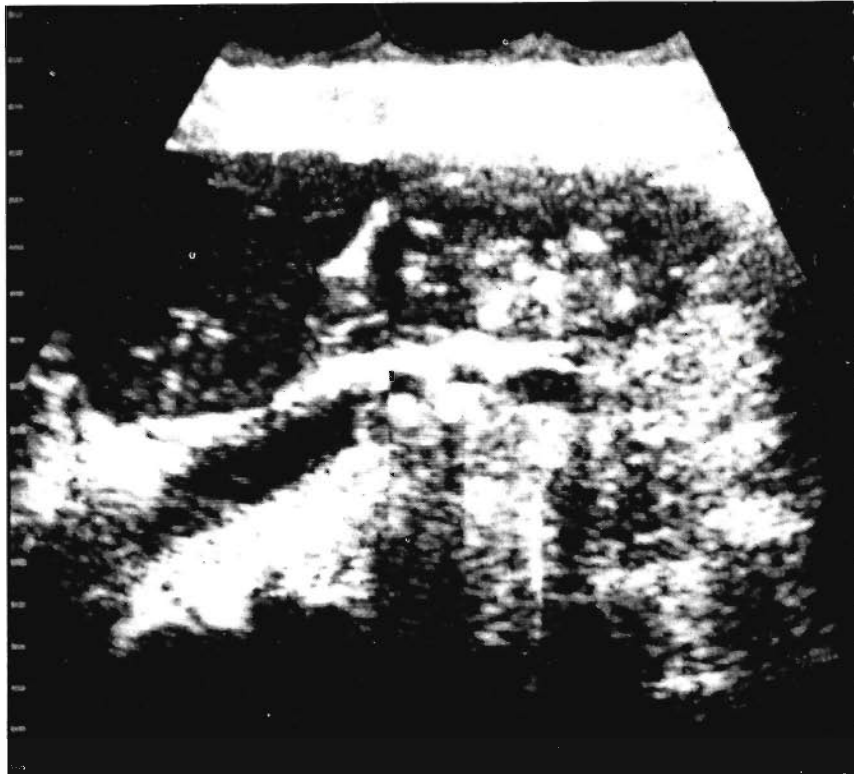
Sonographisches Bild bei chronischer Pankreatitis. Ultraschallbild (dreifach Sektor-scan) einer chronisch kalzifizierenden Pankreatitis. Zu beachten ist die Größe (5 × 8 cm im Querschnitt!) des pankreatitischen Pseudotumors
